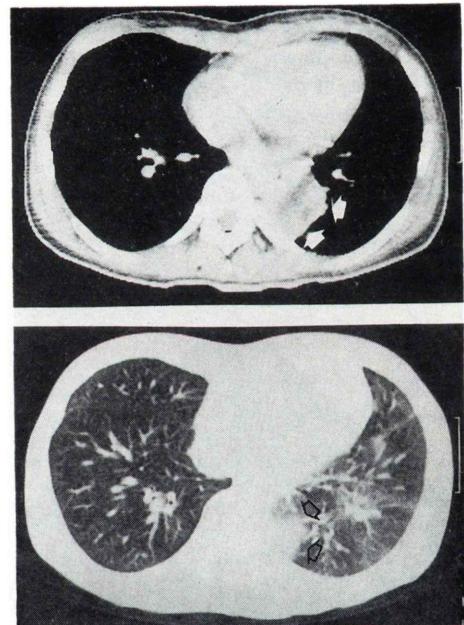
Chest CT shows abnormal shadows in the left lower lung.
